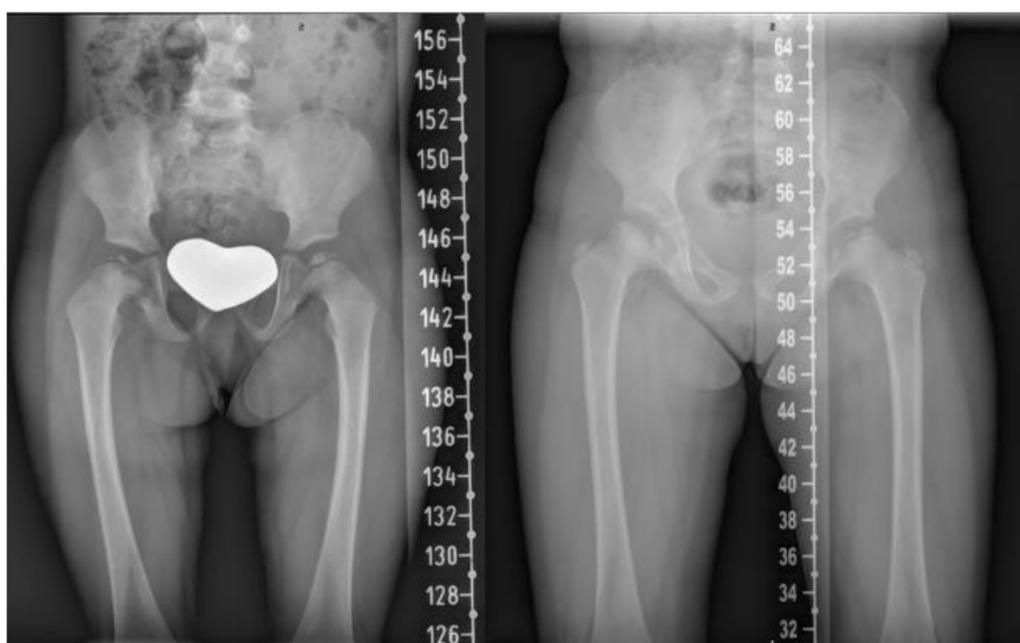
Niña con enfermedad de Legg-Calvé-Perthes bilateral (necrosis avascular de la cabeza femoral). Radiografías a los 3 y 5 años de edad
